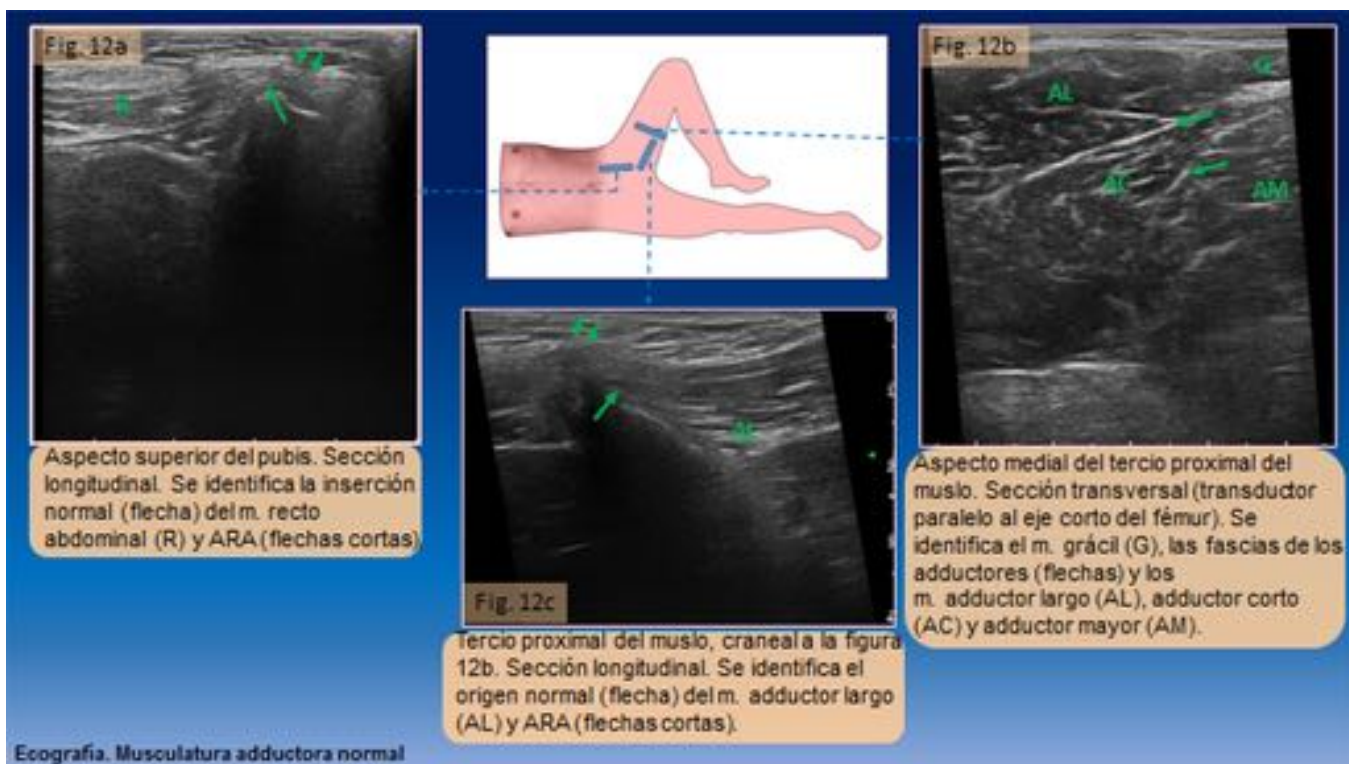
Ecografía. Musculatura adductora y ARA.
